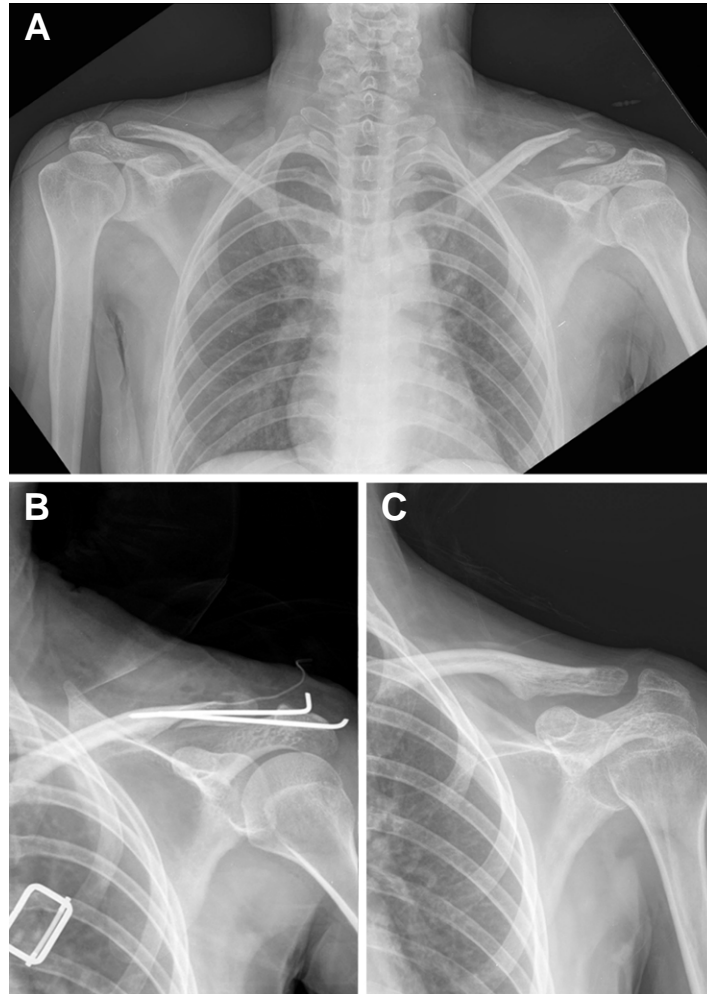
(A) Twenty three-year-old woman sustained with Neer type IIa left distal clavicle fracture. (B) The fracture was reduced with open manner and fixed with two transacromial pins. (C) The last follow-up radiograph shows solid union.
